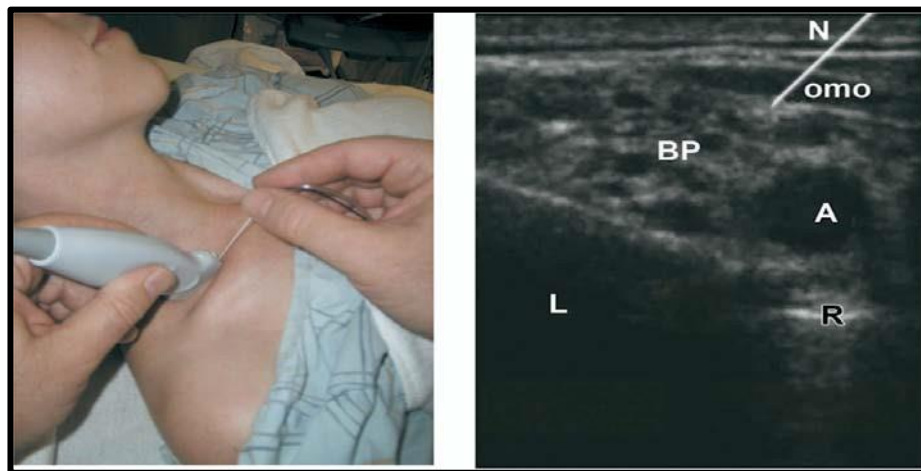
blocs supraclaviculaire à l'échographie [87].
